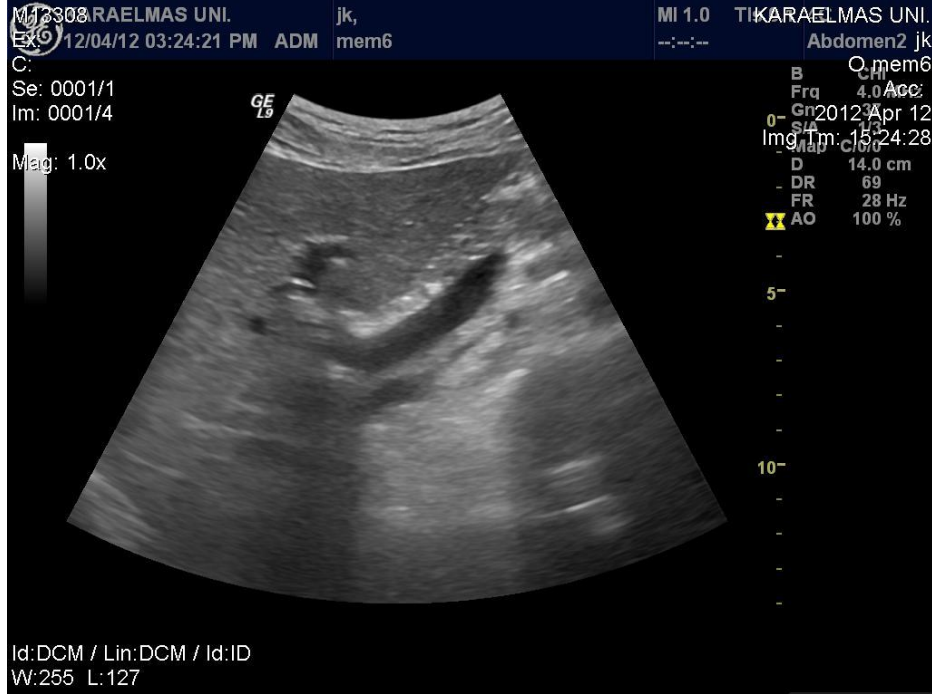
Grade 3 hepatosteatoz ultrasonografik görünümü
